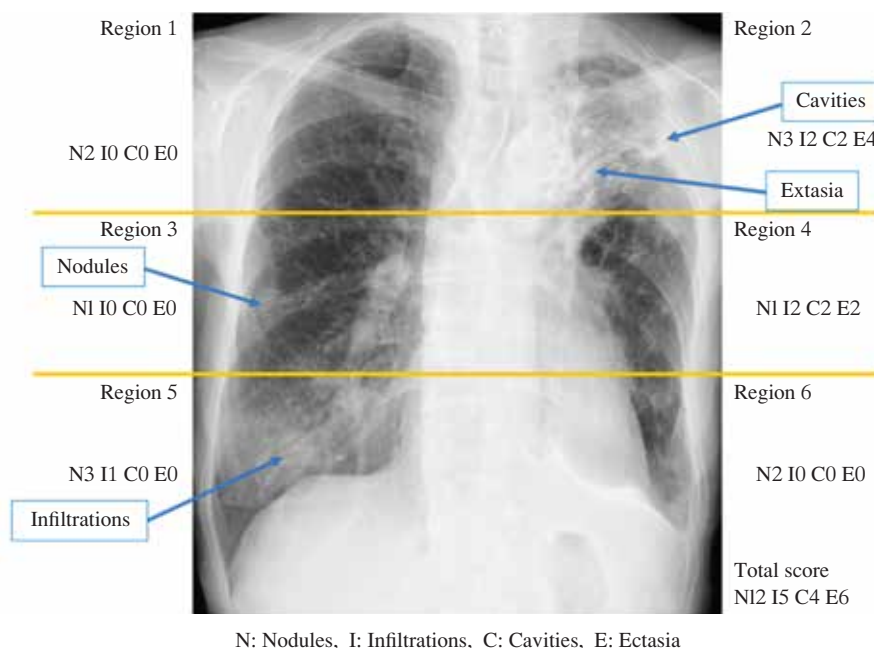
Chest radiograph of a patient with nontuberculous mycobacterial lung disease in our department was scored by the NICE scoring method.
